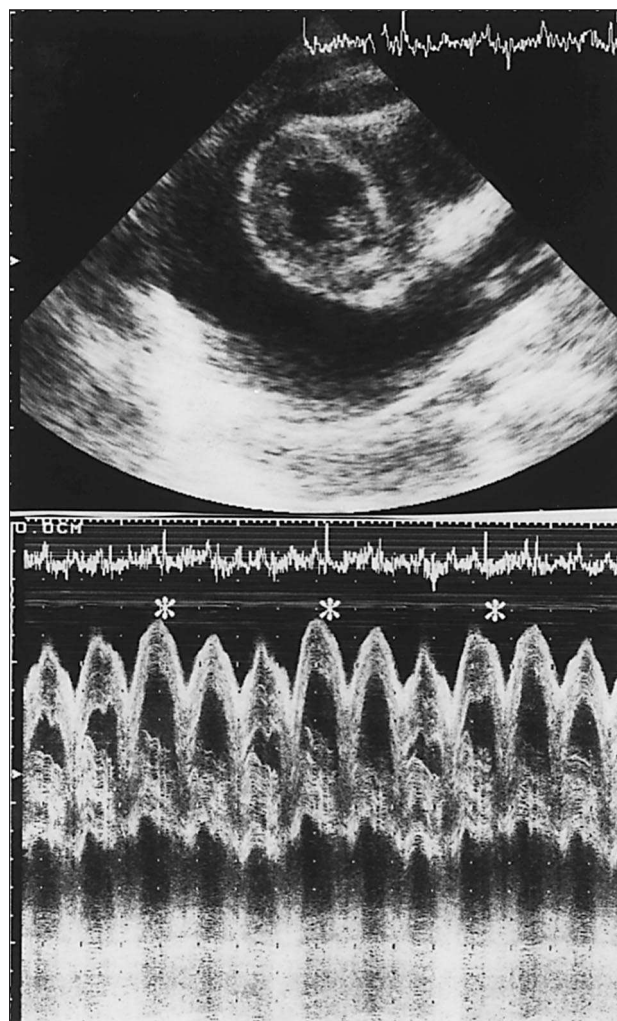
Superior: ecocardiografía bidimensional con imagen transversal de ambos ventrículos rodeados de abundante derrame pericárdico. Inferior: ecocardiografía en modo M en la que se observa colapso del ventrículo derecho en diástole, durante la inspiración; (*) inspiración.
